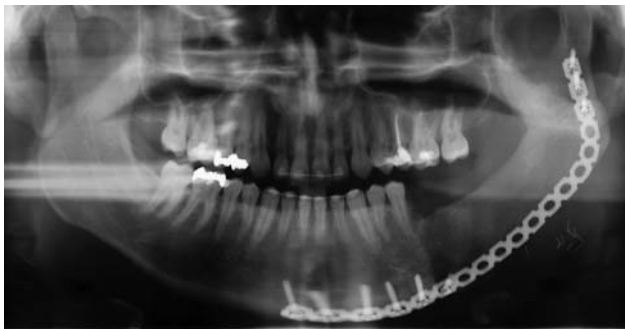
Orthopantomogramm. Reißlos eingewachsenes Beckenkammtransplantat sechs Monate nach der Rekonstruktion.
